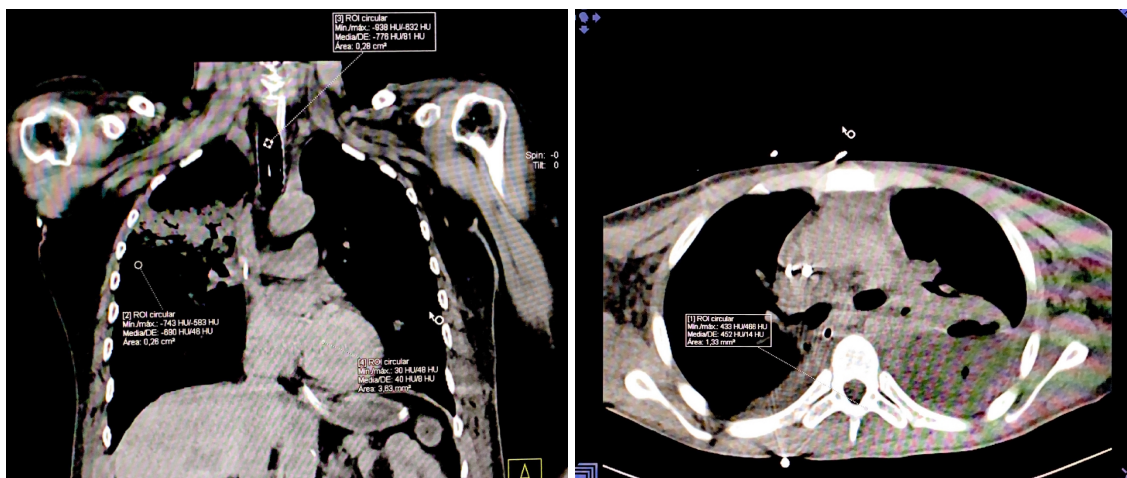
Tomografía paciente 5
